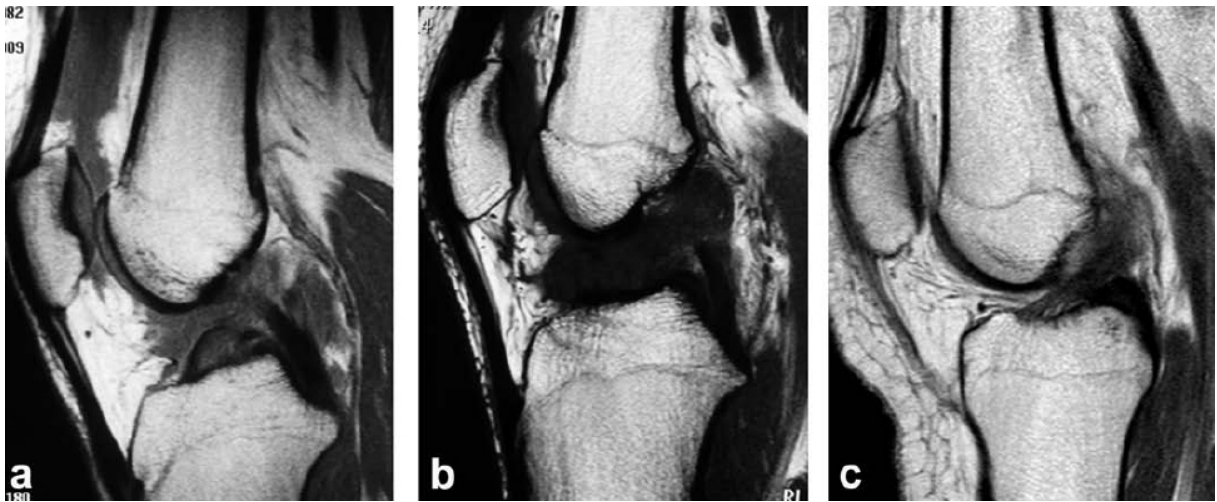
MRT-Beispiel der direkten Zeichen einer VKB-Ruptur. a.) Kontinuitätsunterbrechung, b.) fehlende Abgrenzbarkeit, c.) reduzierter Anstiegswinkel (Zantop 2010)
